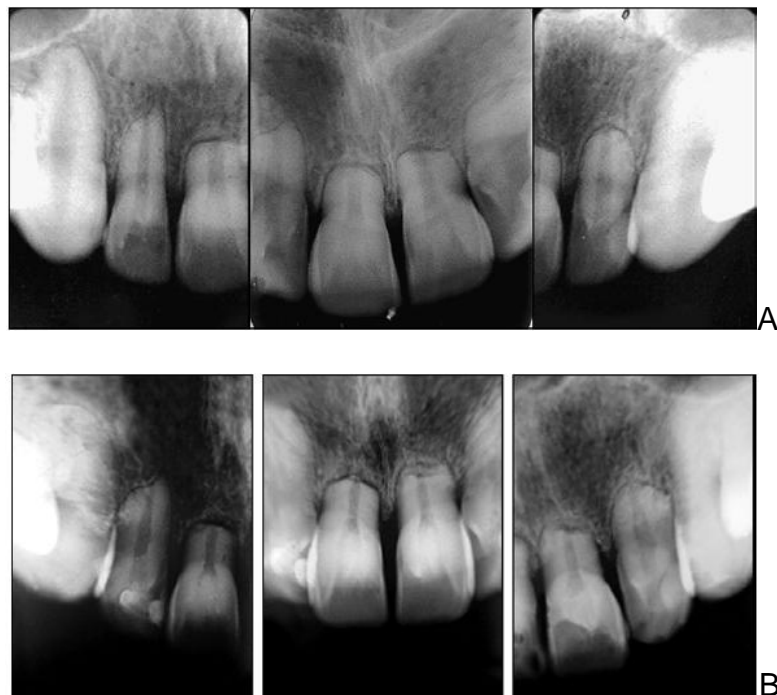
Em A, radiografias logo após o tratamento ortodôntico. Em B, radiografias 25 anos após o fim do tratamento ortodôntico.(MARQUES et al., 2011)
